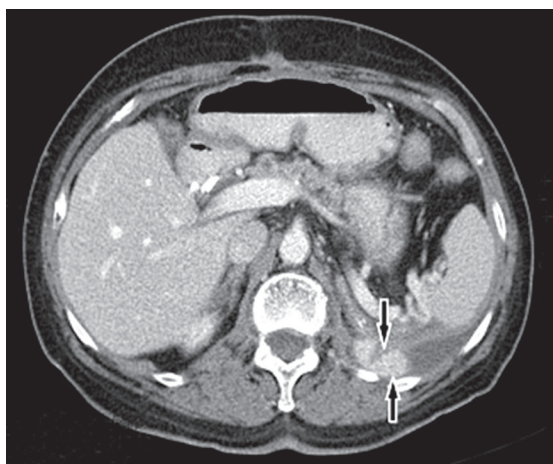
Метастаз на левом куполе диафрагмы, компьютерная томография апрель–июнь 2014 г.
